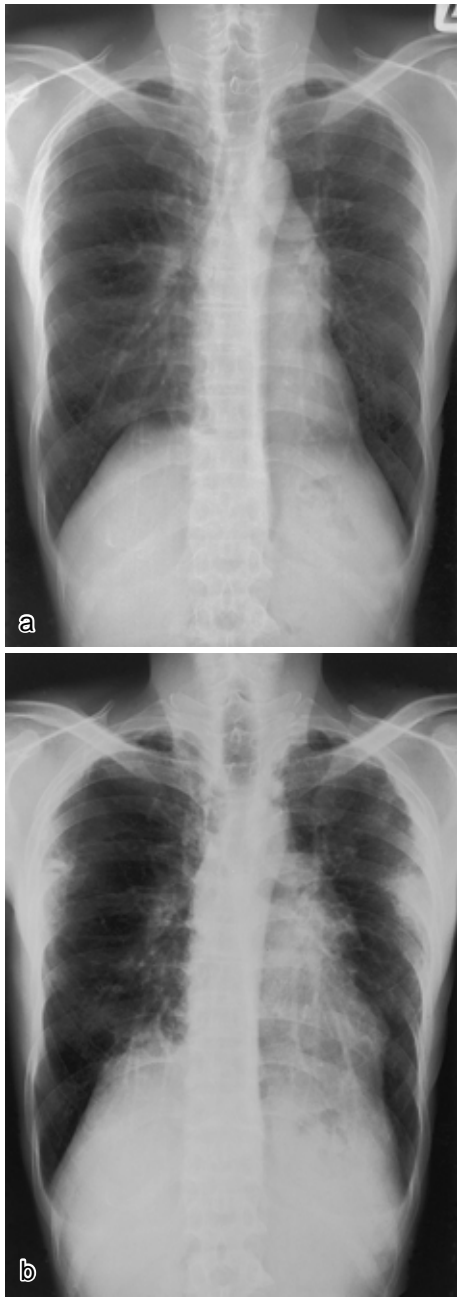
Chest radiographs obtained at the patient's first visit to our hospital ( a ) and on admission ( b ) showing progressive reduction of lung volume with subpleural fibrosis mainly in the upper lobes and occurring with pneumothorax in both lungs.
